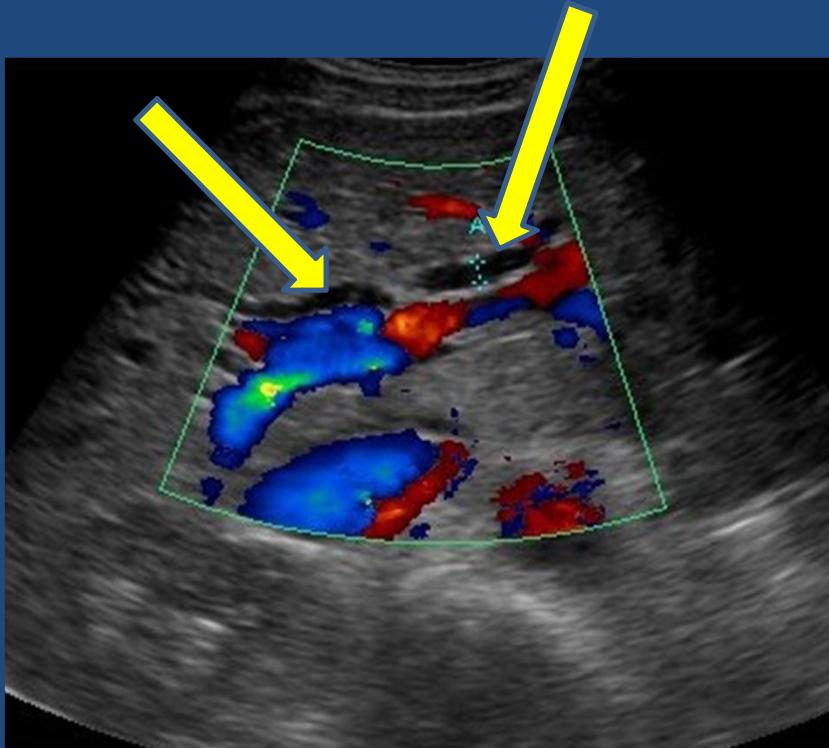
Vía biliar intrahepática, ramas derecha e izquierda, dilatadas (flechas amarillas) con señal Doppler color negativo.
